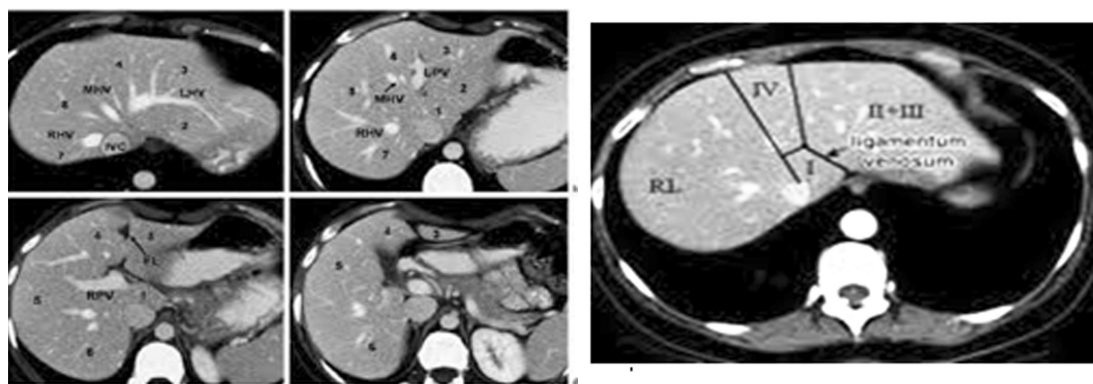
CT cu substanța de contrast.
